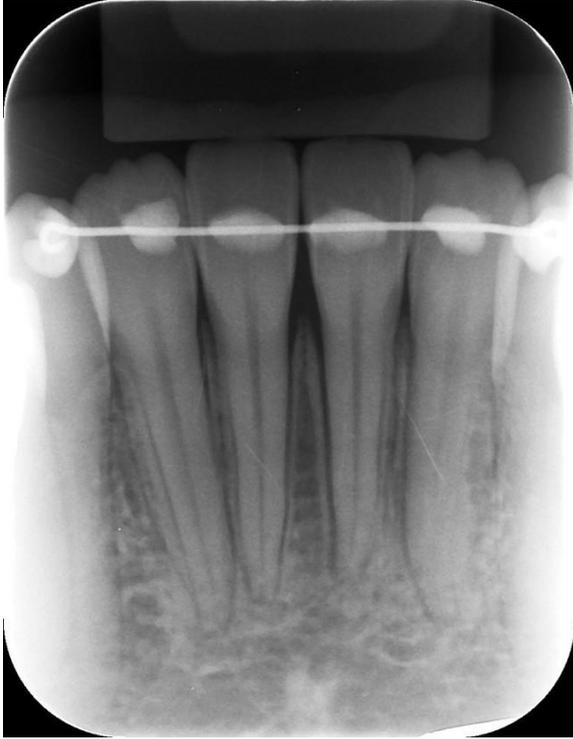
Radiografia periapical, evidenciando a instalação da contenção 3x3.
